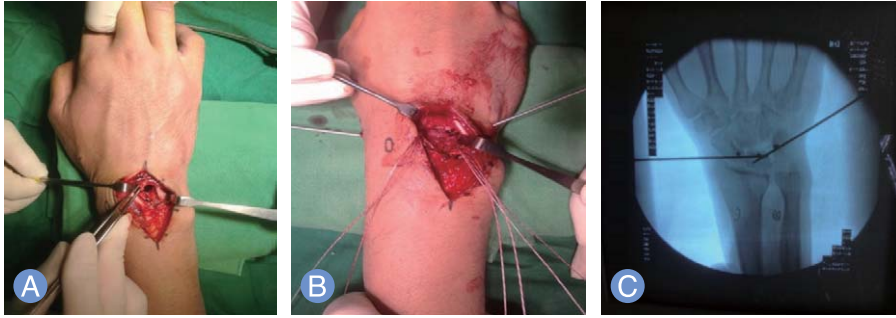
Intraoperative finding. (A) Pre-reduction. (B) Post-reduction. (C) Intraoperative X-ray finding with anchor suture and K-wire fixation.
